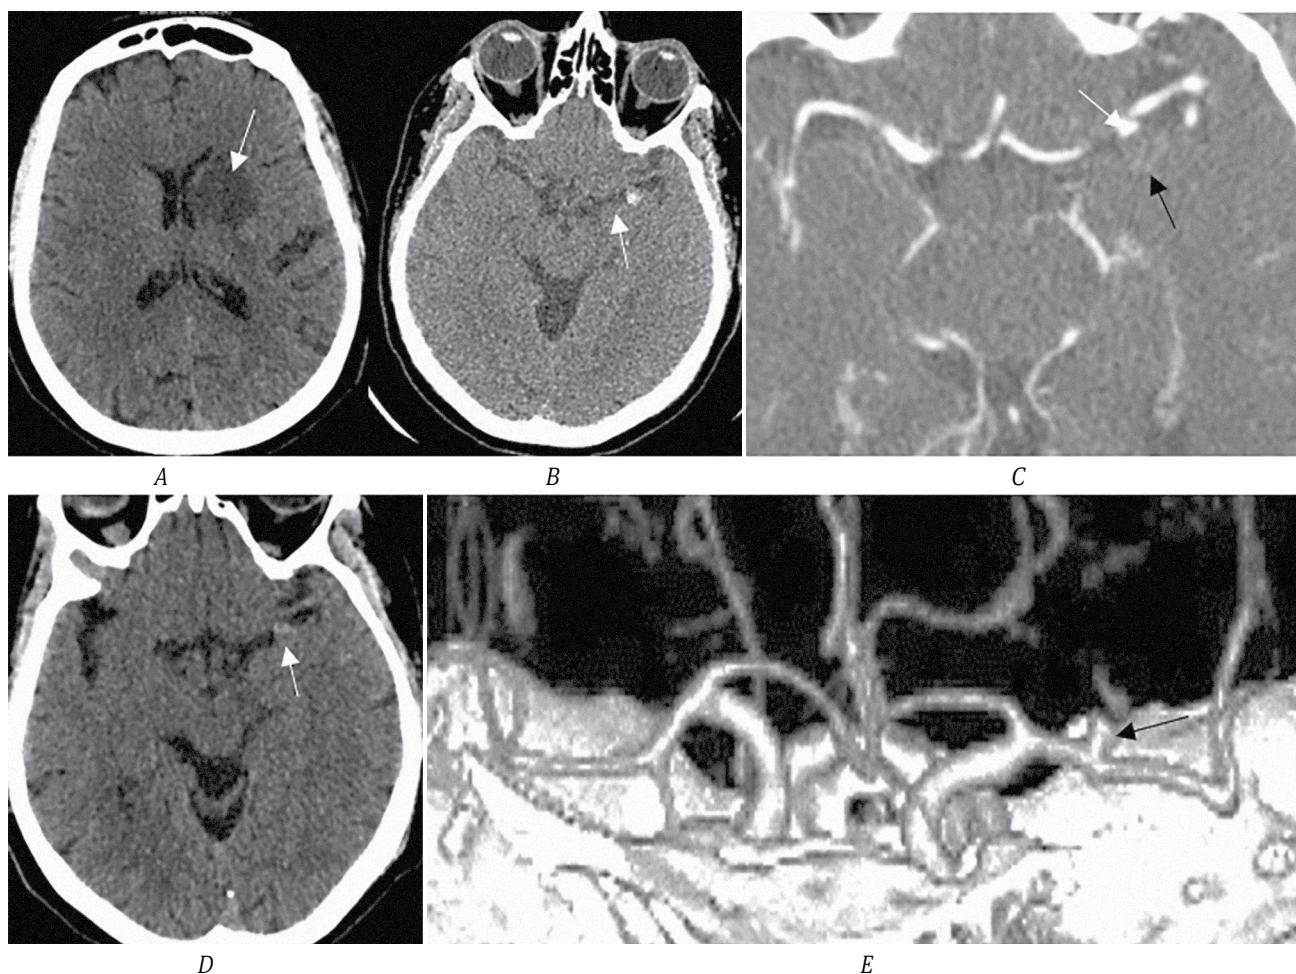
МСКТ головного мозга пациентки Б.
